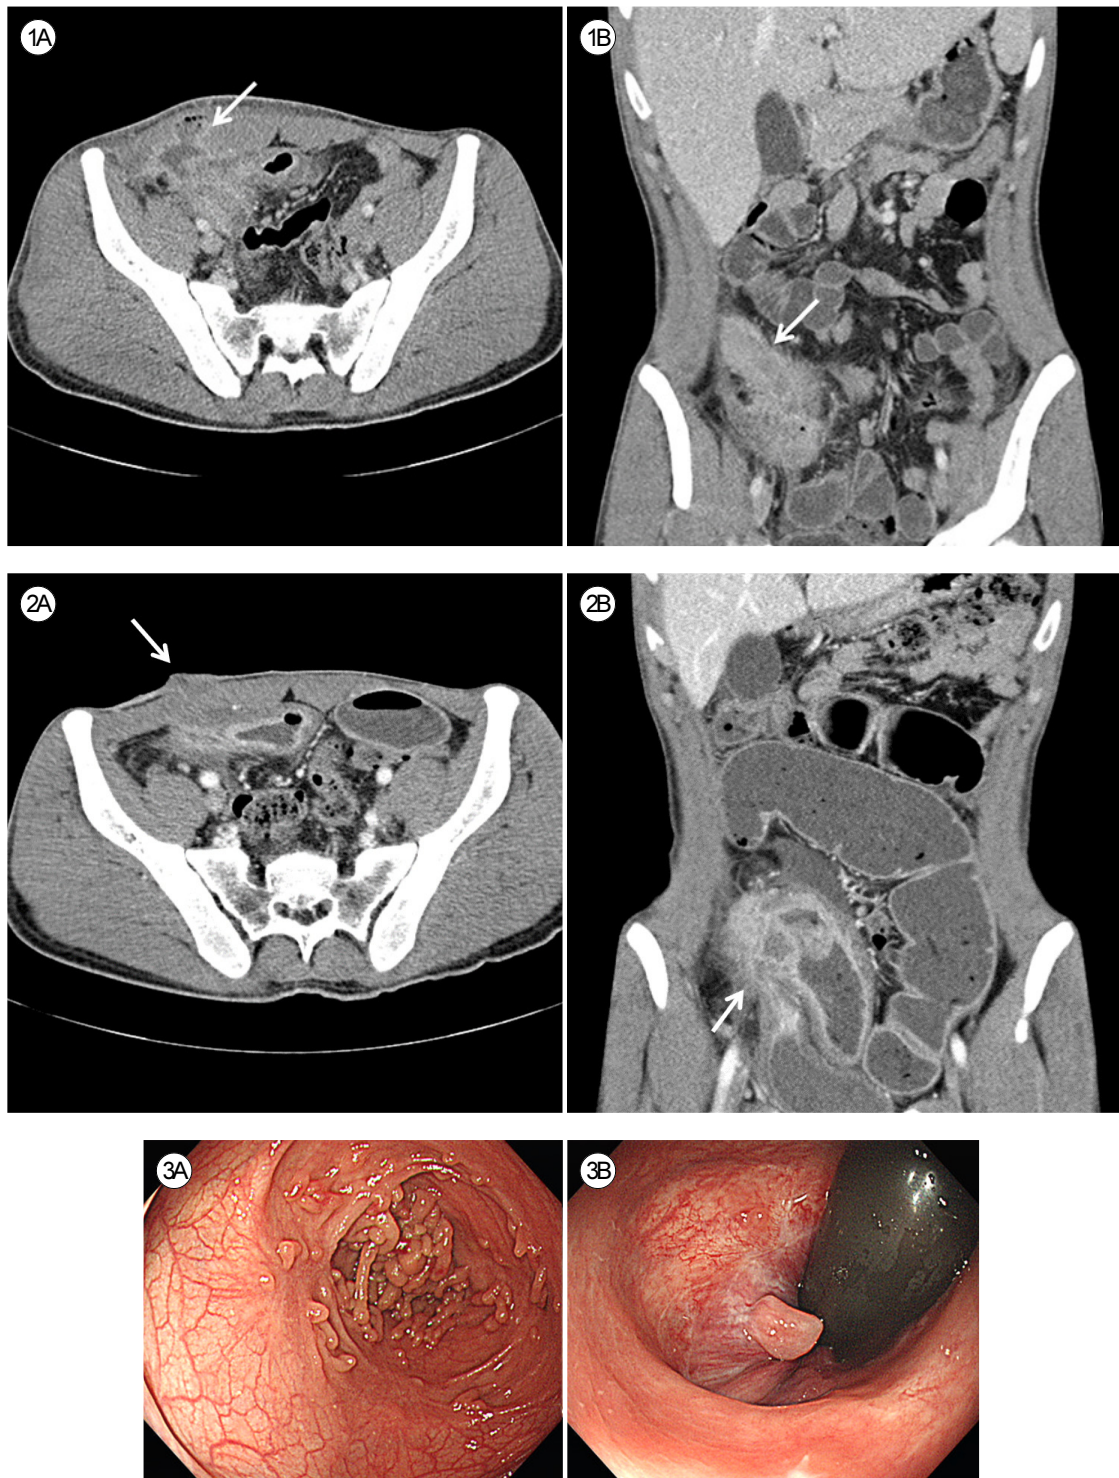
(A, B) Initial computed tomography scans at the time of periappendiceal abscess diagnosis (arrows).
